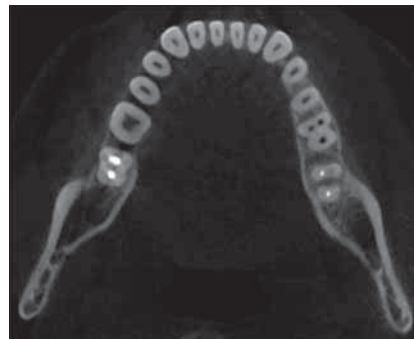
36 canal meziost vestibular omis (CBCT secțiune axială versus Rx)
